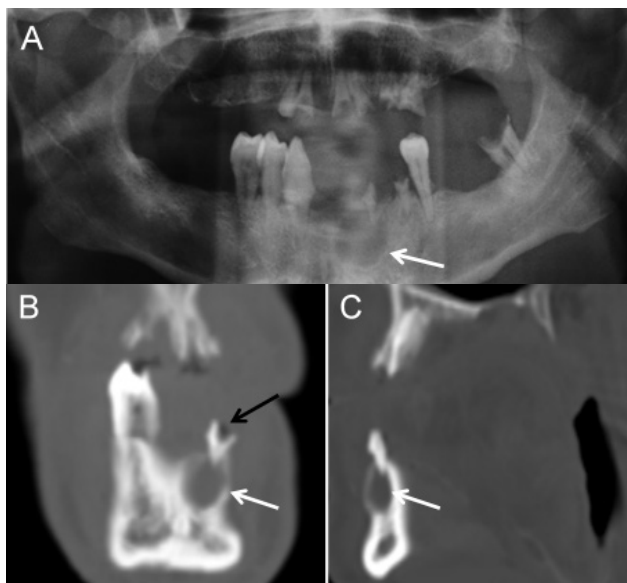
Cisto periapical. Ortopantomografia (A) demonstra uma imagem lucente arredondada infracentimétrica na vertente esquerda do corpo mandibular, em redor da raiz do dente 4.1 (seta). A peça dentária encontra-se fragmentada. Imagens de TC em janela óssea nos planos coronal (B) e sagital (C), demonstram uma lesão hipodensa no corpo mandibular, rodeando a raiz do dente 4.1 (setas brancas). A peça dentária encontra-se fragmentada e apresenta uma cárie (seta preta).
